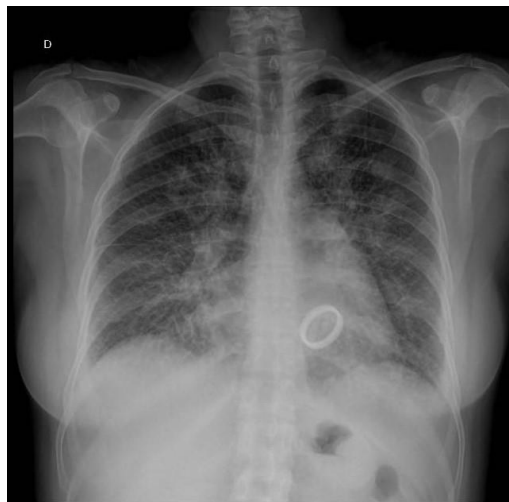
Radiografía de tórax proyección AP de paciente con hipertensión venocapilar, secundario a trombosis de válvula protésica, se observa prótesis valvular en posición mitral.
